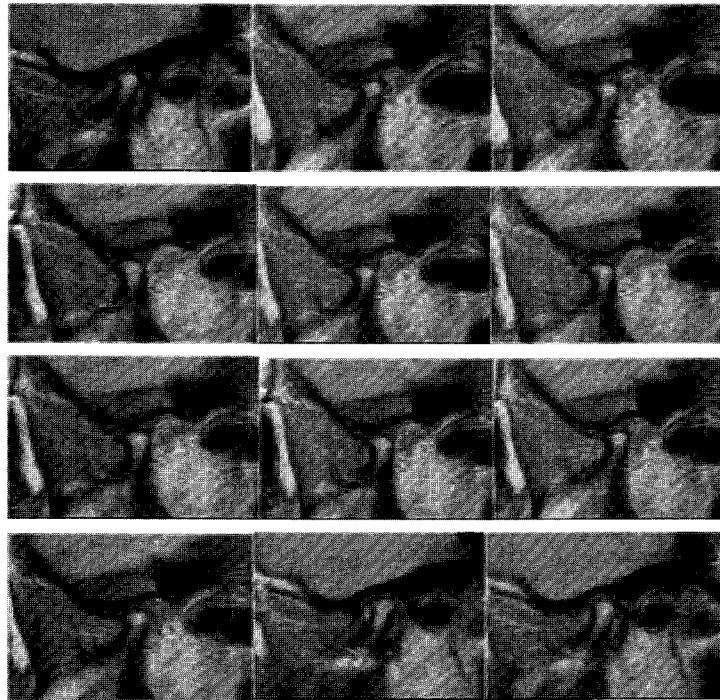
복위성 악관절내장증의 MRI 소견. 하악과두의 변형과 인정위에서 과절원판의 전방변위, 개폐구시 Click 과 정상위치로의 복귀가 관찰된다.
